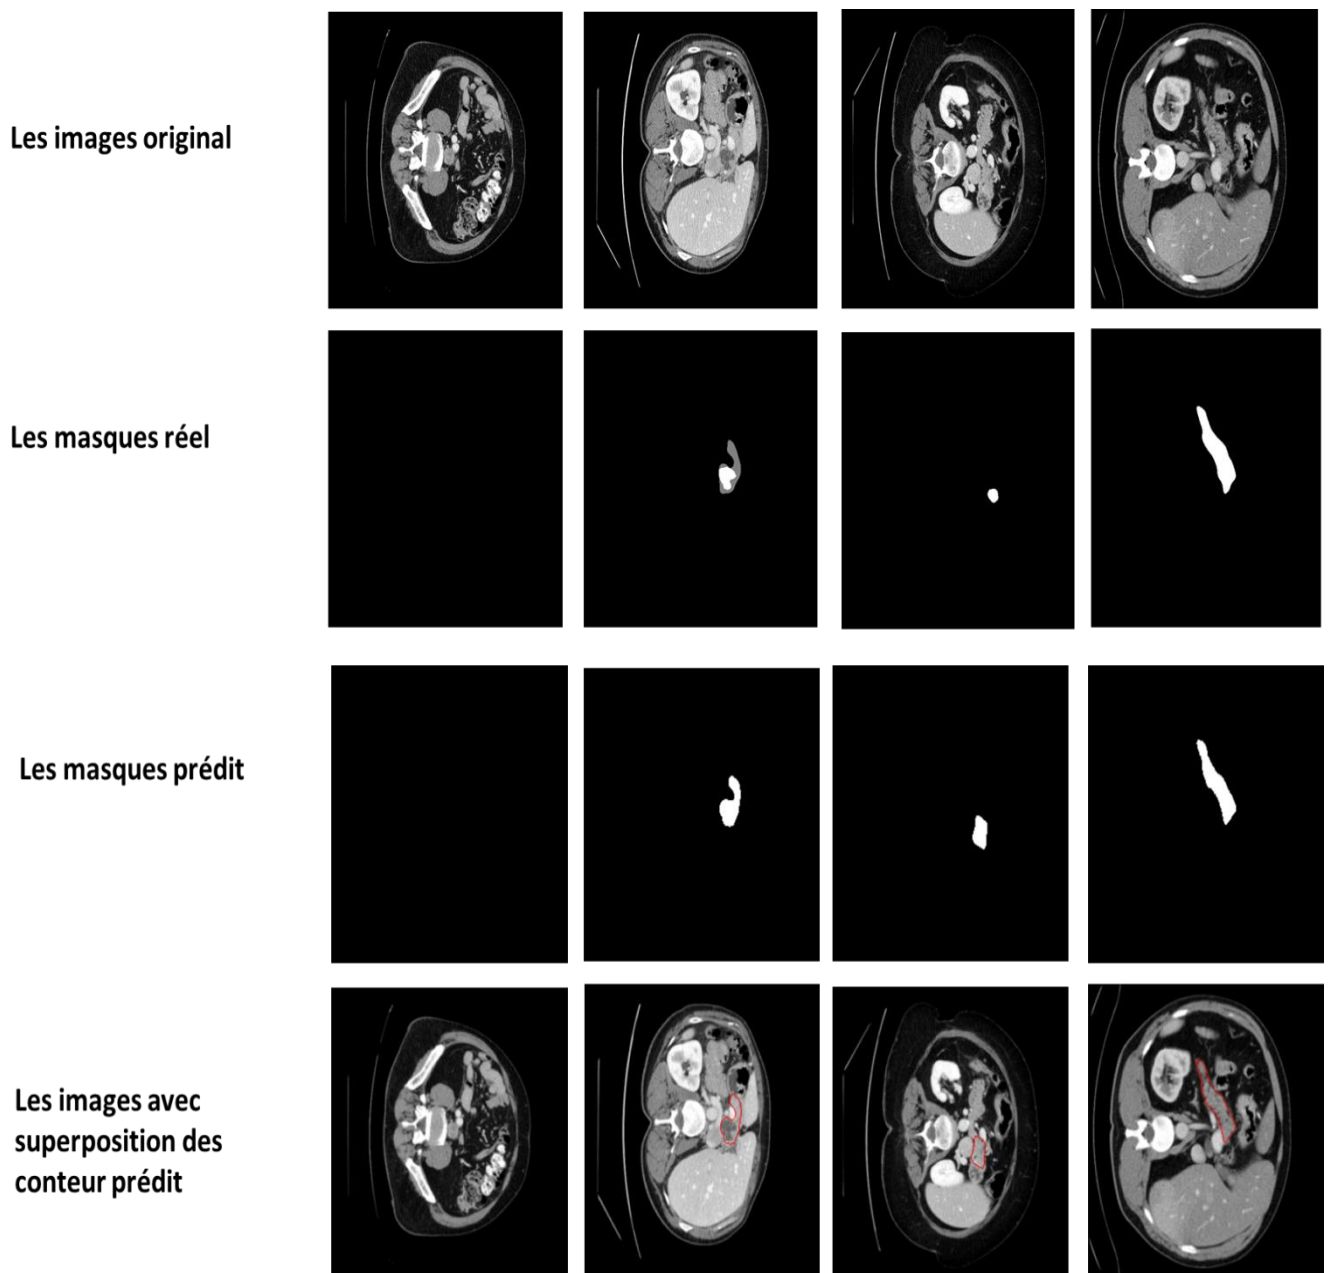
Exemple de résultat de délimitation sur une coupe TDM.
